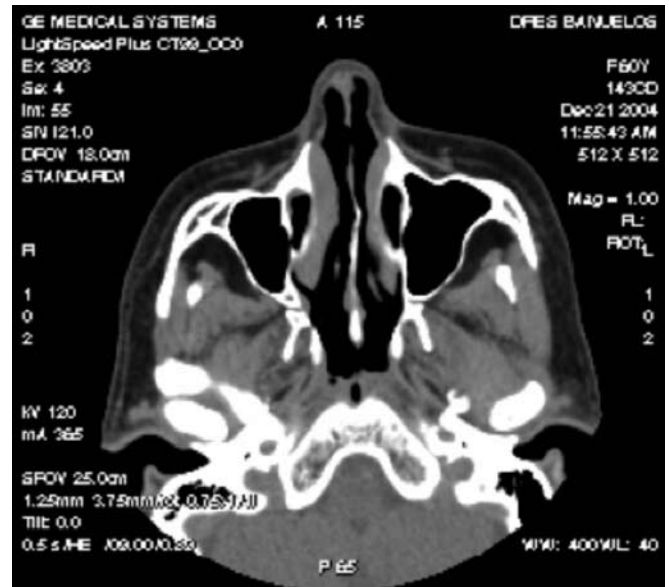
Tomografía computada corte axial. Caso 2.
